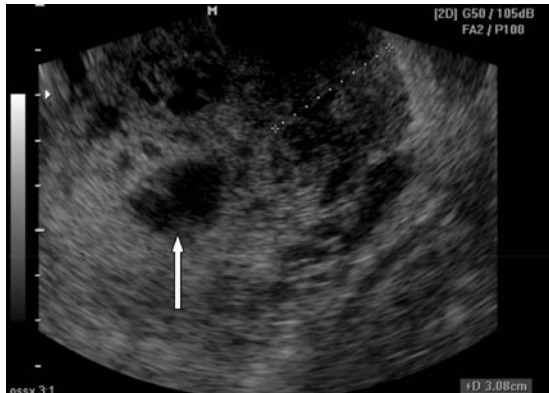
Ecotomografía de la placenta. Destaca la presencia de lagos venosos en su interior (flecha).
